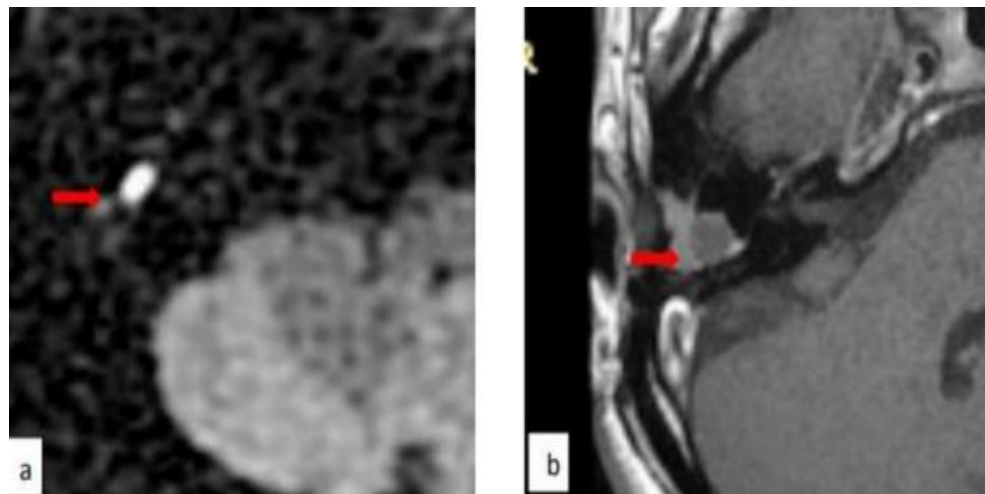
(a et b) : cholestéatome de l'oreille moyenne à l'IRM. a. Diffusion (Hypersignal). b. T1 avec gadolinium tardive (absence de rehaussement). [38]
